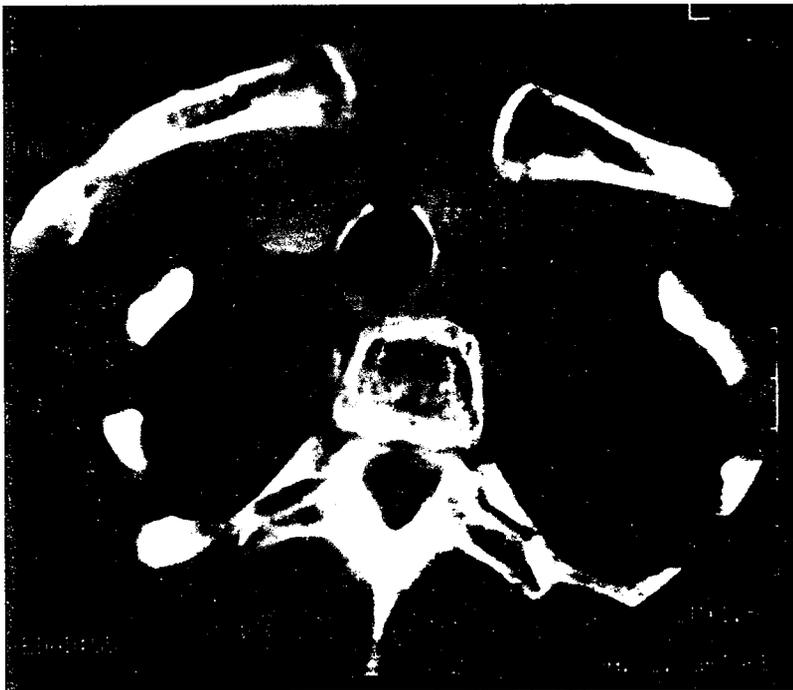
Tomografía computarizada del cuello a los 2 años de tratamiento con radioyodo del mismo paciente de la Fig 1. Se observa significativa reducción del bocio y resolución de la compresión de estructuras adyacentes.
